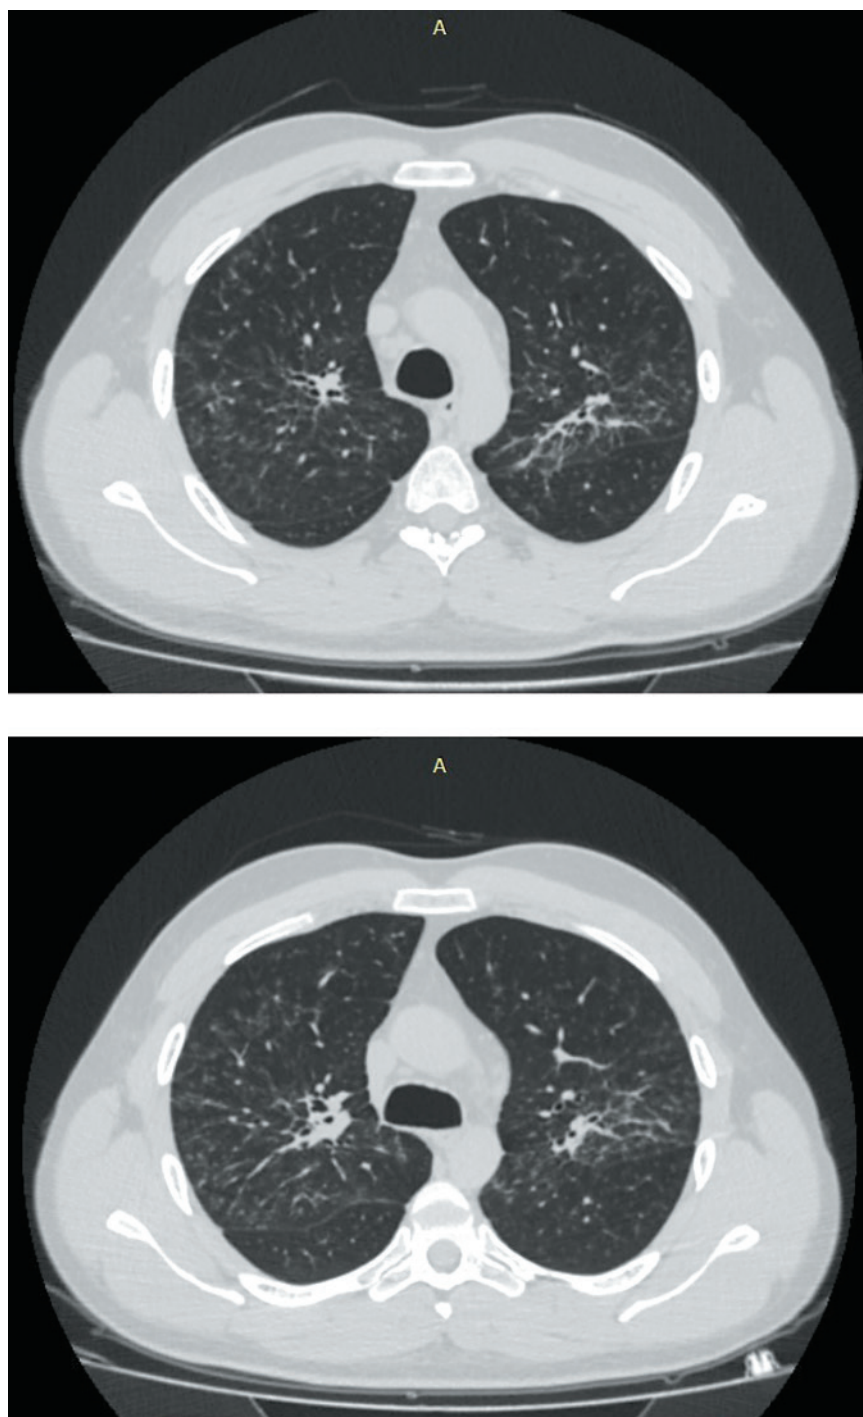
КТ органов грудной клетки в 2018 году (диагностирован Саркоидоз II стадии)
